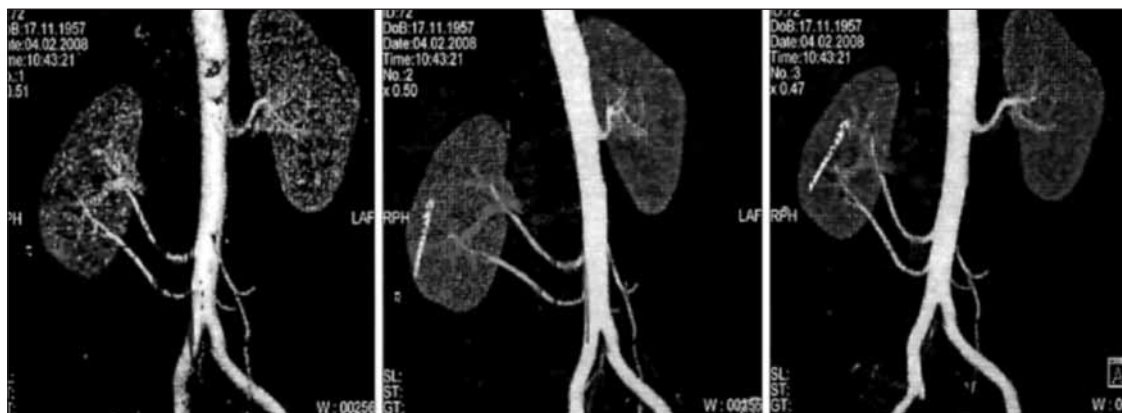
Компьютерная томография донора для РАТП с 2 почечными артериями
